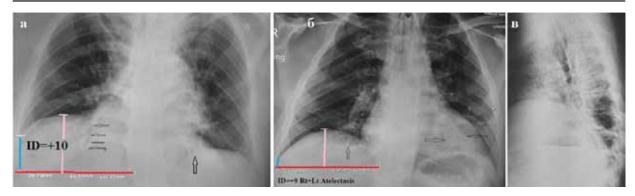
Рентгенограммы пациентов с ателектазом легких. (а) Справа видны бронхоэктазы на фоне печеночной тени (стрелки) ИД = + 10. Ателектаз виден слева (стрелка). (б) Стрелки показывают ателектаз с обеих сторон. (в) На боковой рентгенограмме тень ателектаза накладывается на тень позвонков.
